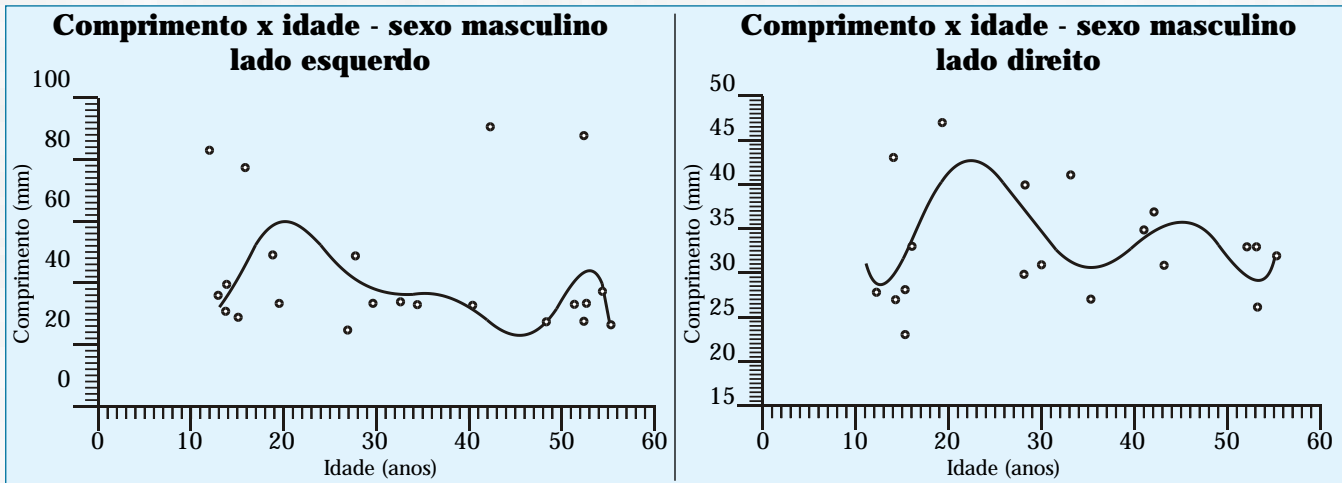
Ajustamento de polinômios (grau 8) - sexo masculino - lados direito e esquerdo das radiografias.
